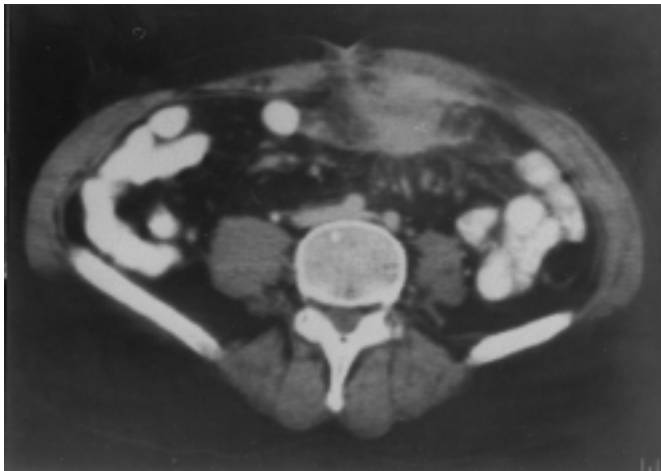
TAC abdominal que muestra una masa localizada en el músculo recto izquierdo que se extiende hasta el epiplon mayor sin afectación visceral.
